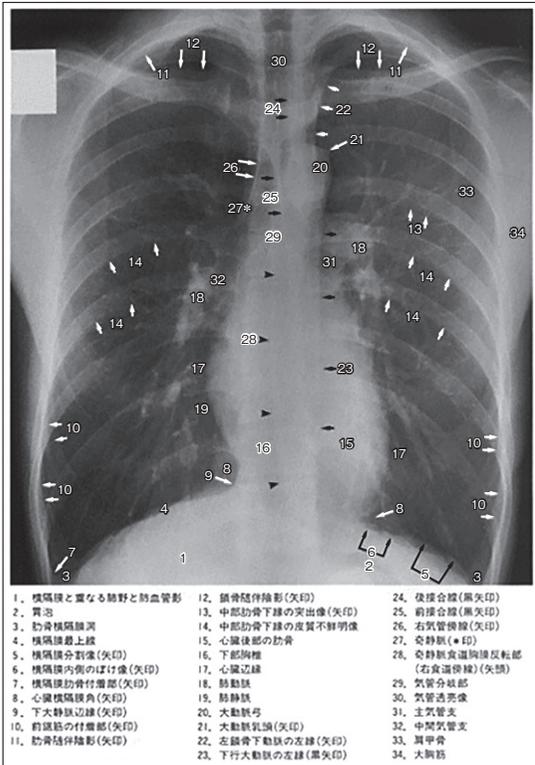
胸部単純X線写真正面像チェックポイント
